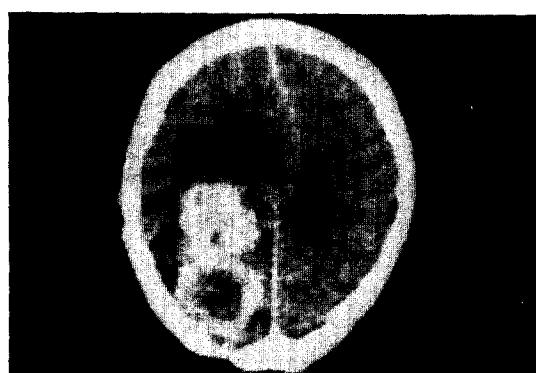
A: Preoperative brain CT scan shows well enhanced, irregular marginated high density with central low density on left parietal convexity.
